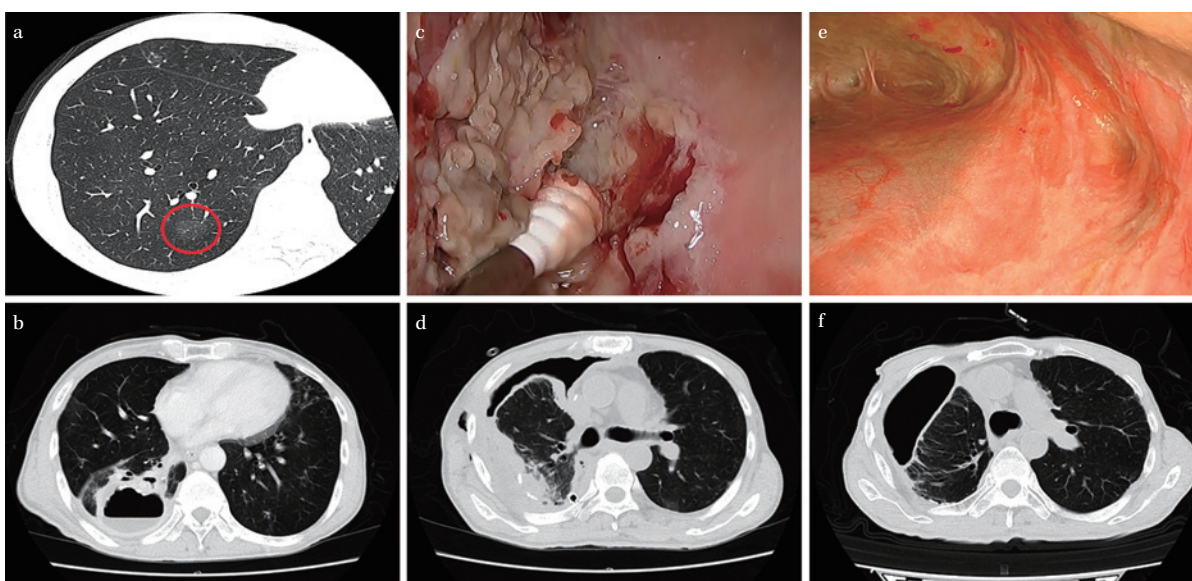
CT and thoracoscopic images
